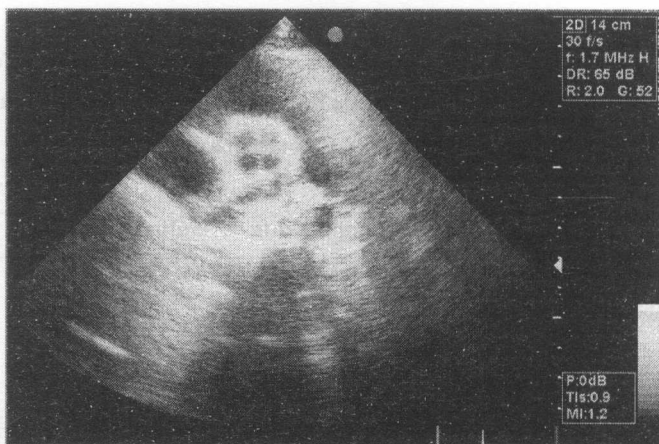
Valva aortică quadricuspidă (închisă), secțiunea parasternală transversală.
